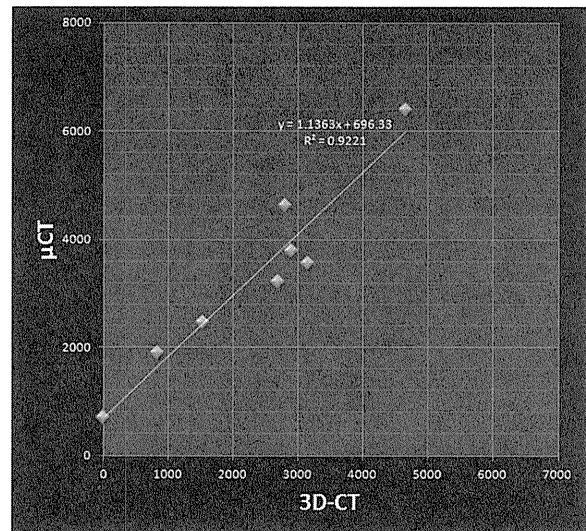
3D-CT と μ CT の骨吸収領域体積の相関。単位は mm^3
